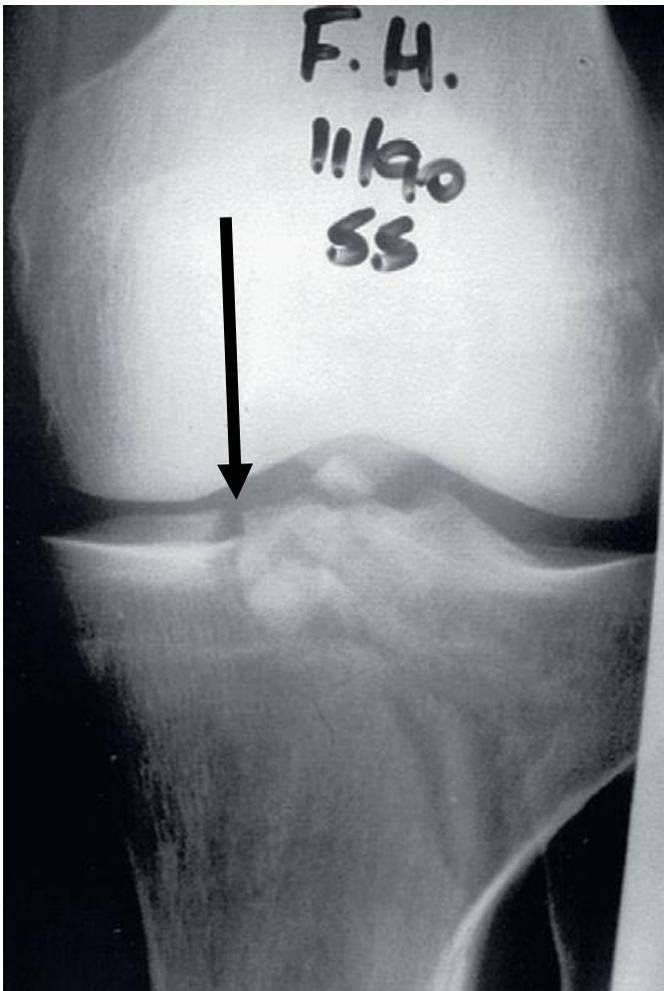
Radiografía de rodilla que muestra una fractura Schatzker 1 Sin depresión articular. Tomado de Easley ME, Cushner FD, Scott WN. Insall & Scott Surgery of the Knee. Surgery of the Knee. 2001.pag 644 (15)
